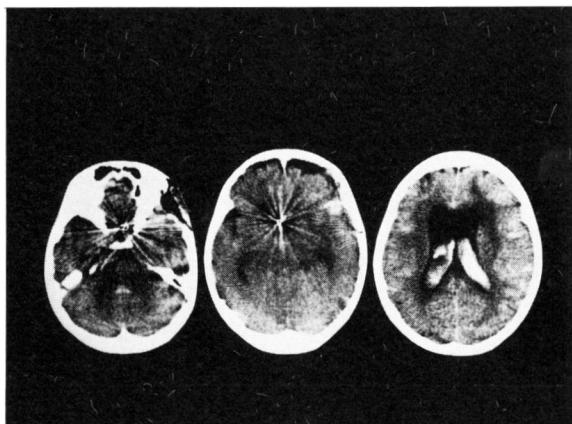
CT scan after sudden deterioration of consciousness on day 11 showing intraventricular and right sylvian clot.
